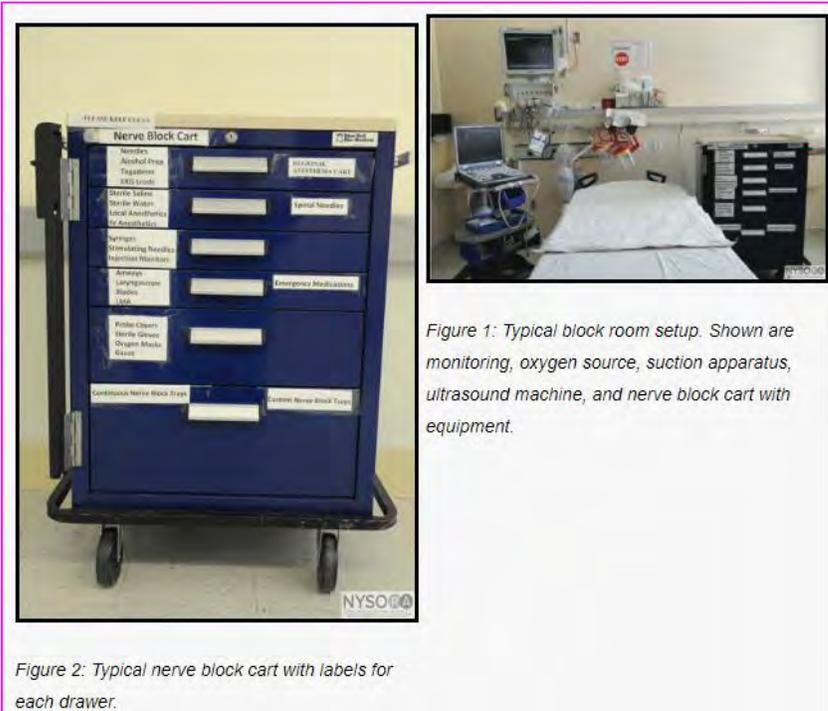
Typical block room setup. Shown are monitoring, oxygen source, suction apparatus, ultrasound machine, and nerve block cart with equipment.
